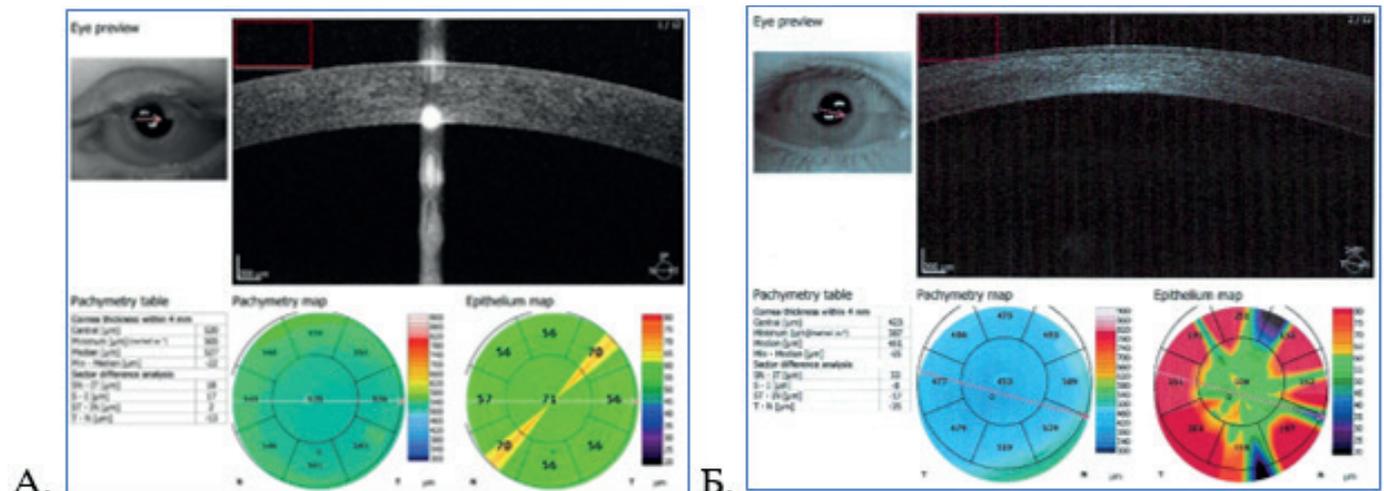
А). Передняя оптическая когерентная томография здорового человека. Б). Передняя оптическая когерентная томография пациента с кератоктазией.
